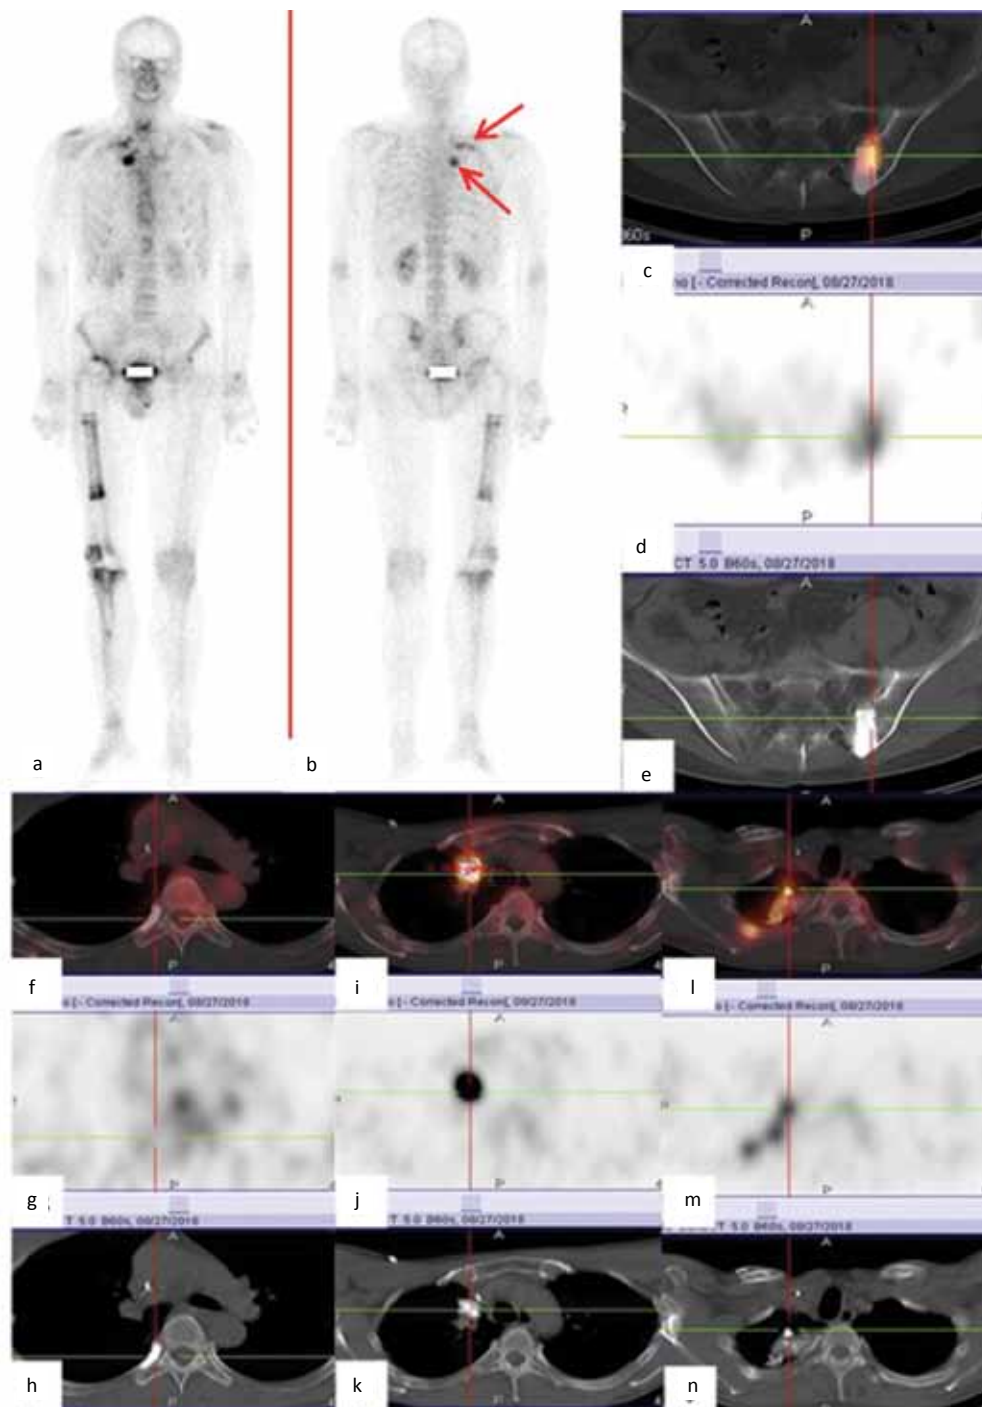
Control examination on 27.08.2018, bone scan (a, b) and SPECT/CT of the pelvis (c, d, e) and chest (f-n). On bone scan pathological focus of hyperaccumulation of the radiopharmaceutical in the apex of the right hemithorax (arrows). Compared with the presented Tokyo bone scans the accumulation level of the radiopharmaceutical has increased. On SPECT/CT there is an increase in the accumulation of radiopharmaceutical in pathological foci and an increase in their size. Additionally we found a focus of accumulation of the radiopharmaceutical in the posterior segment of the 3rd right rib with bone destruction on CT – pathological fracture caused by post-radiation osteoporosis (l, m, n). In the medialis part of the wing an additional osteosclerotic formation was formed with hyperaccumulation of the radiopharmaceutical near previously treated metastasis (i, j, k). Metastasis in the head of the 7th right rib in the phase of complete reparation (f, g, h)
